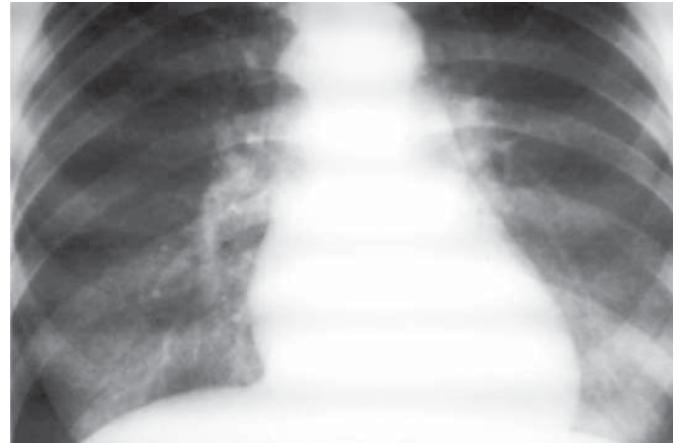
Рентгенограмма больной А.
